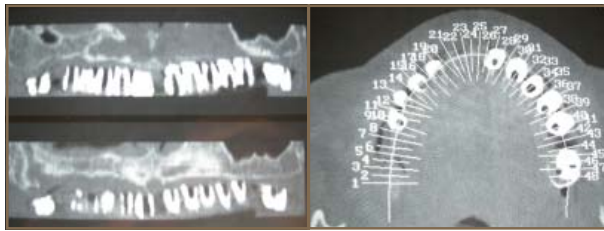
Cortes frontal y horizontal de tomografía con indicadores de sulfato de bario. Obsérvese la perforación central hecha en éstos, que nos permitirá determinar perfectamente, cuando el corte está centrado en la pieza elegida.
